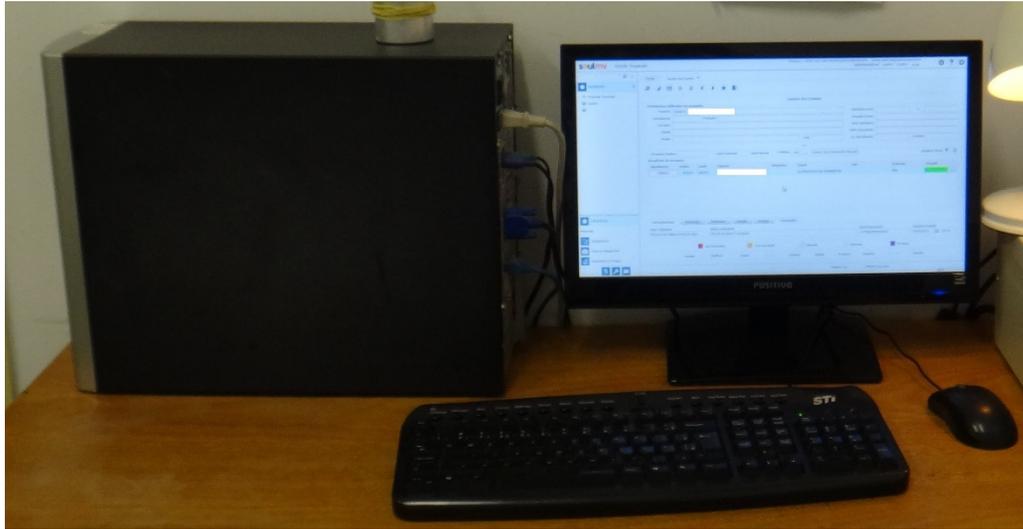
Máquina de laudos do setor de tomografia
